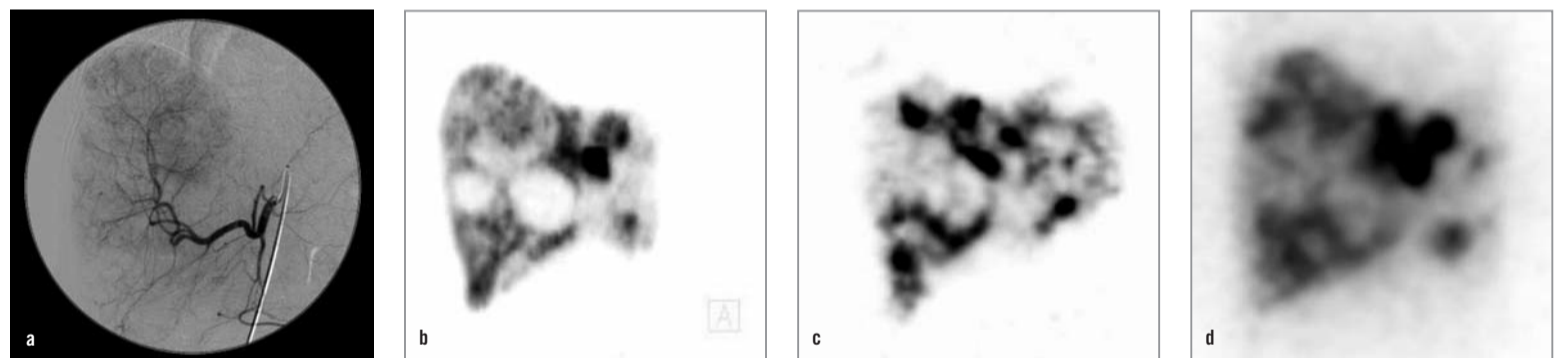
Patient with a multi locular hepatocellular carcinoma. Figure (a) shows the pretherapeutic angiography of the right hepatic artery. Figure (b) shows a coronal view of the Ga-68-HSAM scan, figure (c) the pretherapeutic Tc-99m-SPECT and (d) the post therapeutic bremsstrahlung SPECT image.
